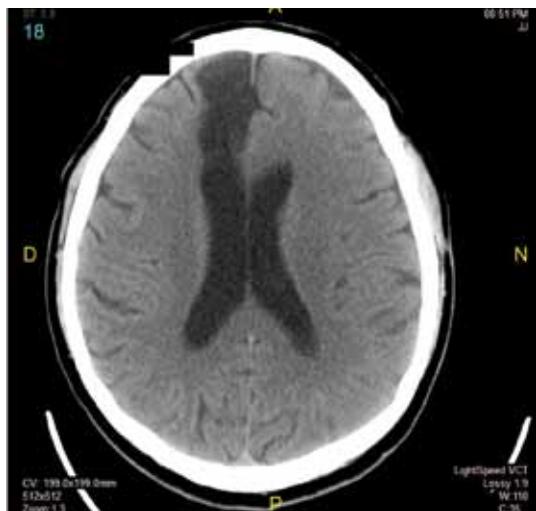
Imagen al ingreso a urgencias, tomografía cerebral con lesión de encefalomalacia frontal derecha como signo de lesión isquémica antigua.
